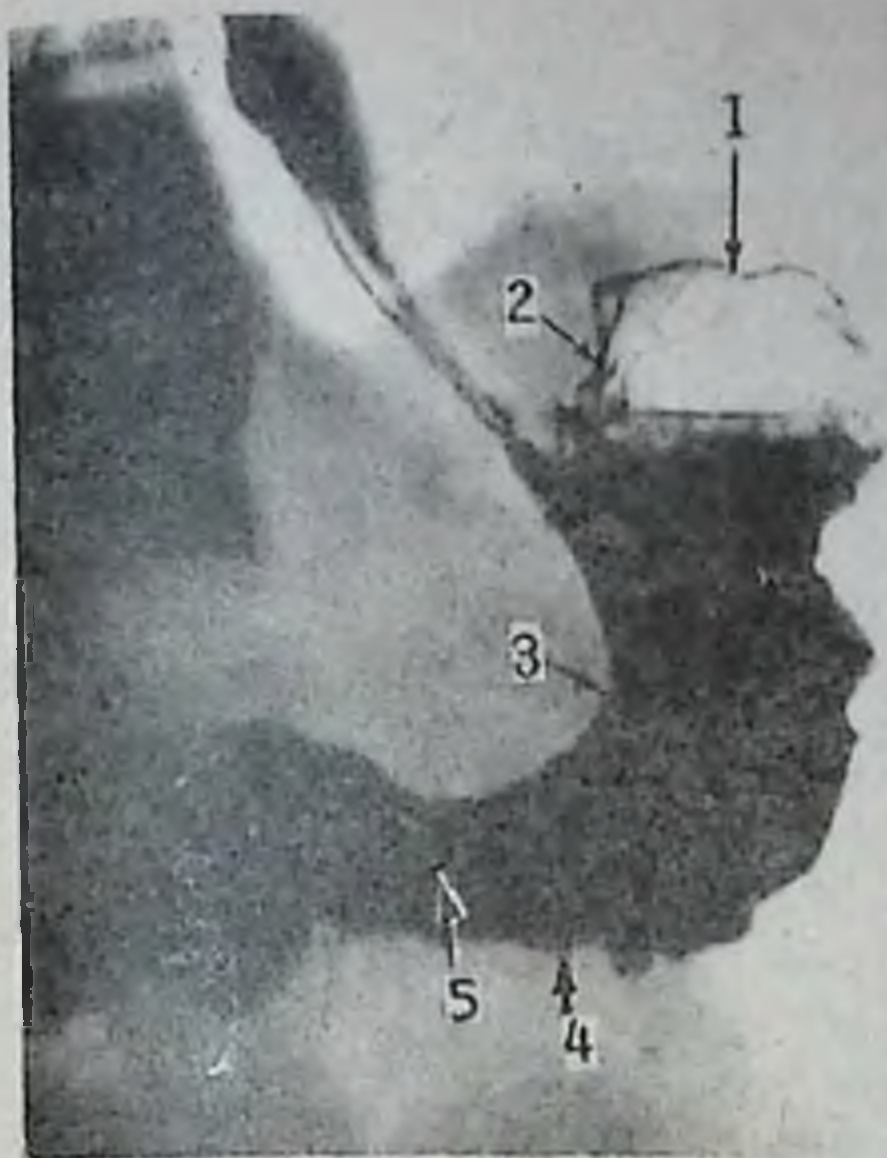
Рентгенограмма желудка.
